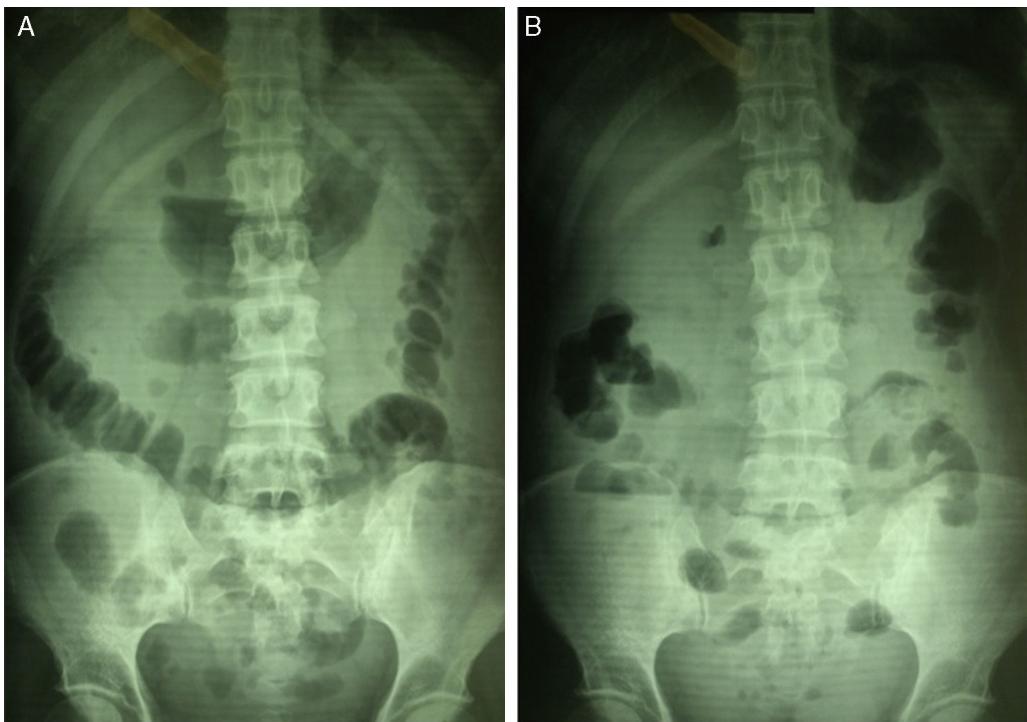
A) La radiografía simple de abdomen en decúbito muestra gran dilatación de asas de intestino. B) En la radiografía simple de abdomen en bipedestación son evidentes los niveles hidroaéreos en cuadrante inferior derecho.
